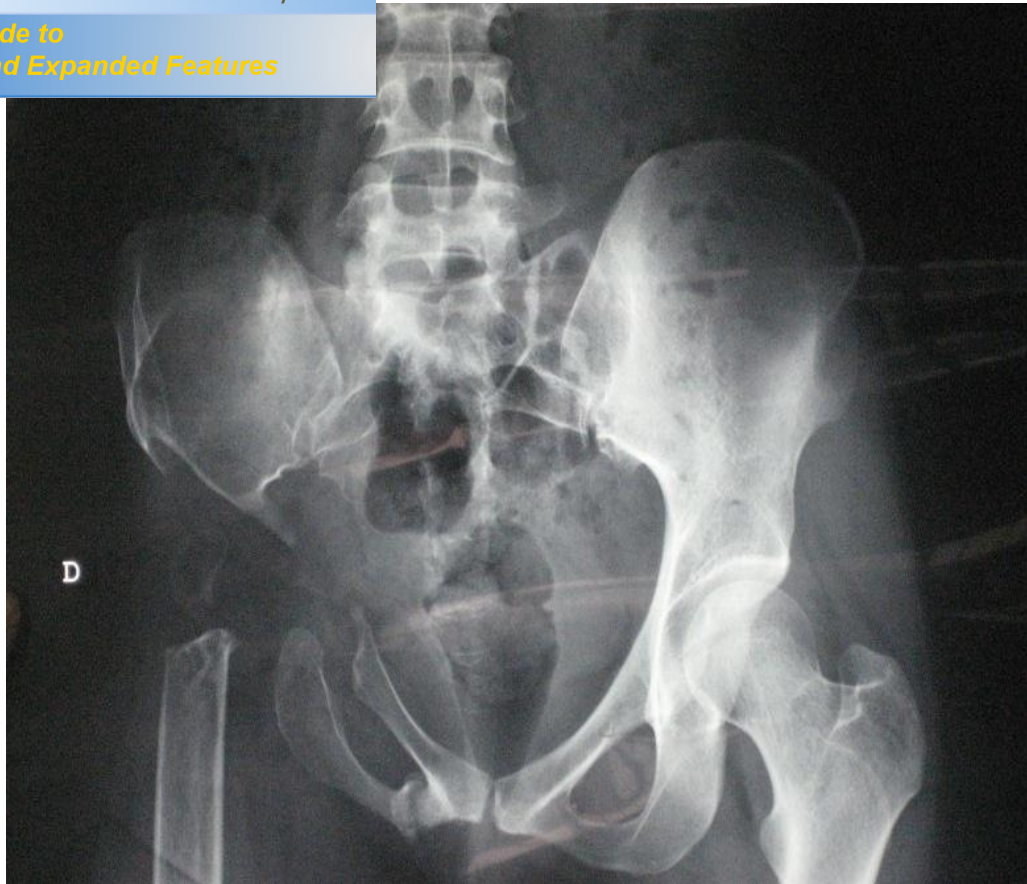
radiographie du bassin face bassin (3ème malade).
